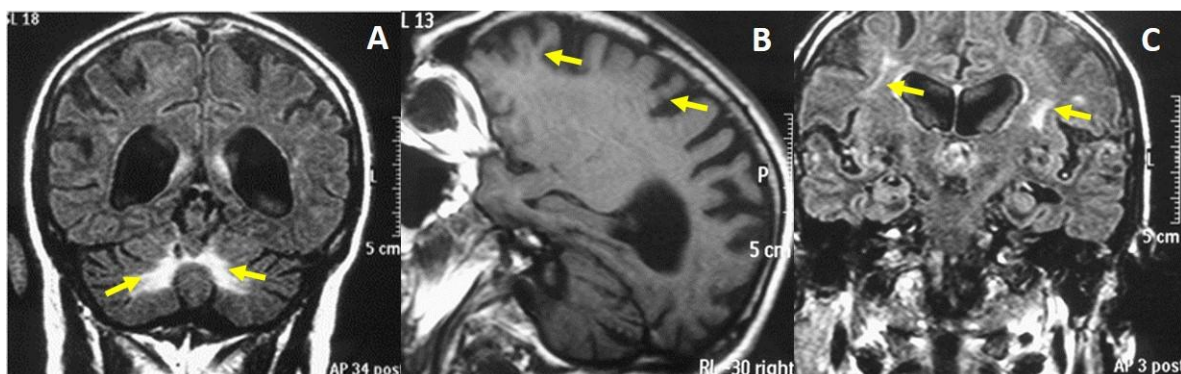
IRM de un paciente de 65 años con premutación en el gen FMR1 (95 repetidos). A. IRM Coronal: Hiperintensidad de los pedúnculos cerebelosos medios en secuencia FLAIR (Flecha). B. IRM corte sagital: Marcada atrofia frontal y parietal en secuencia T1 (Flecha). C. IRM corte coronal: Hiperintensidades en la sustancia blanca en secuencia FLAIR (Flecha)
